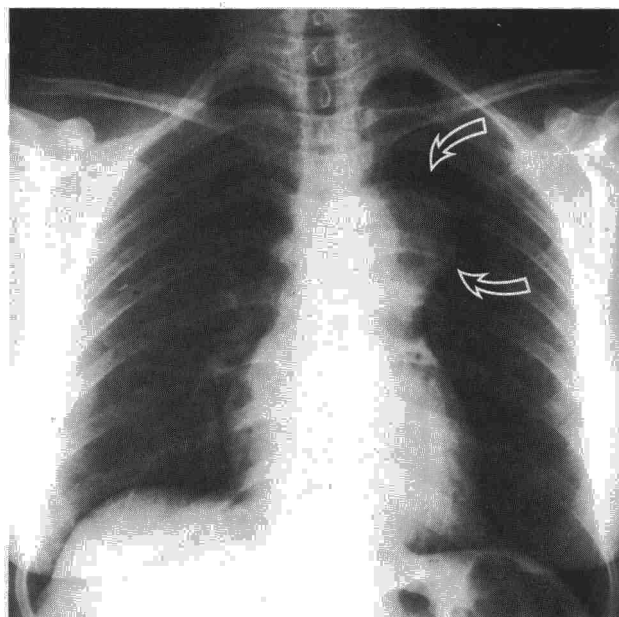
Radiografía PA de tórax. Masa mediastínica superior y anterior, redondeada, de contornos nítidos (flechas huecas), superpuesta al cayado aórtico, sin borrarlo. No se evidencia patología pleural.
